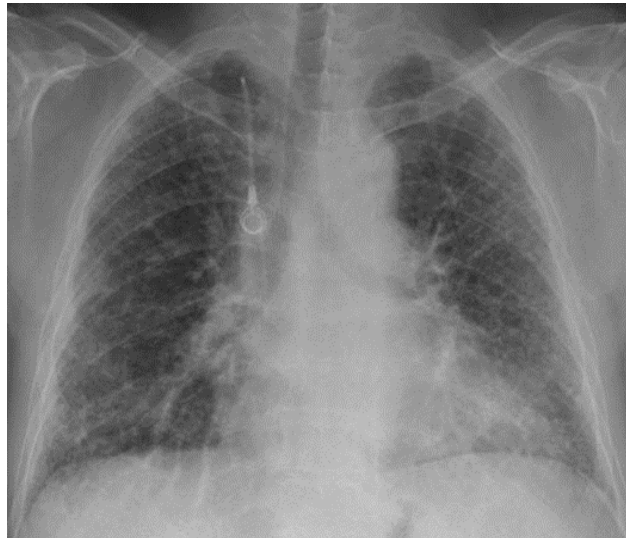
Radiographie thoracique de face. Fibrose pulmonaire idiopathique. Images réticulées à petites mailles.
